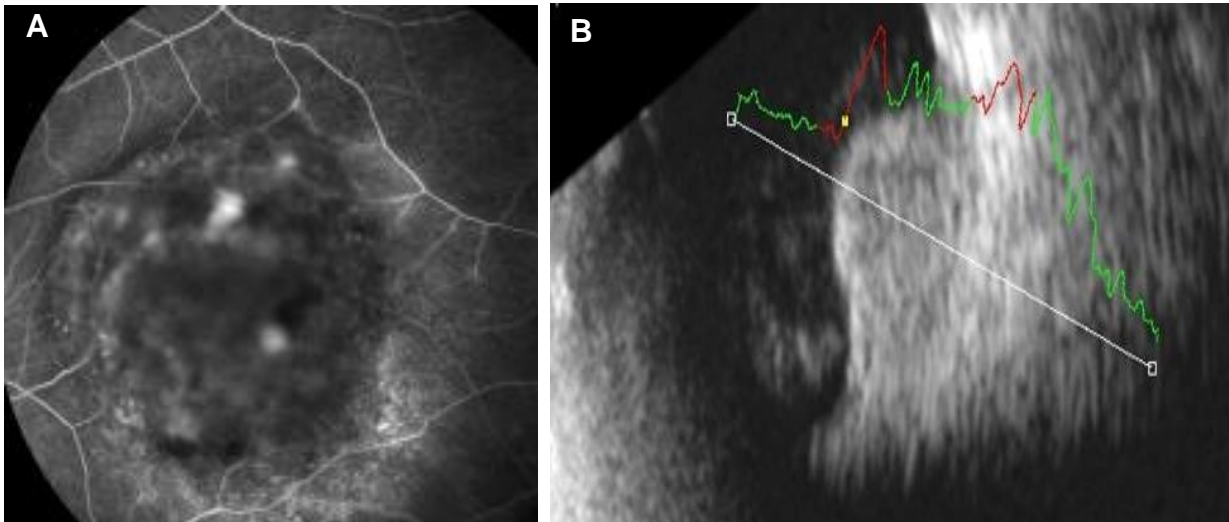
(A) autofluorescência evidenciando nevo de coroide hipoautofluorescente com pontos de hiperfluorescência em sua superfície, compatível com drusas (seta branca). (B) Ecografia ocular evidenciado nevo de coroide (seta branca)
